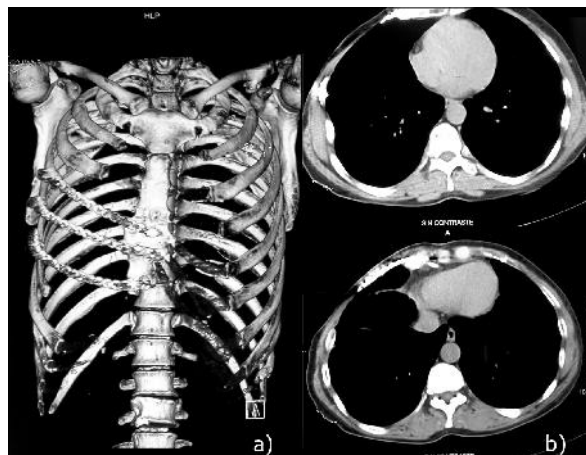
a) Reconstrucción tridimensional. b) Tomografía de control donde se evidencia la simetría de ambos hemitórax, no habiendo evidencia de recidiva local ni a distancia.
